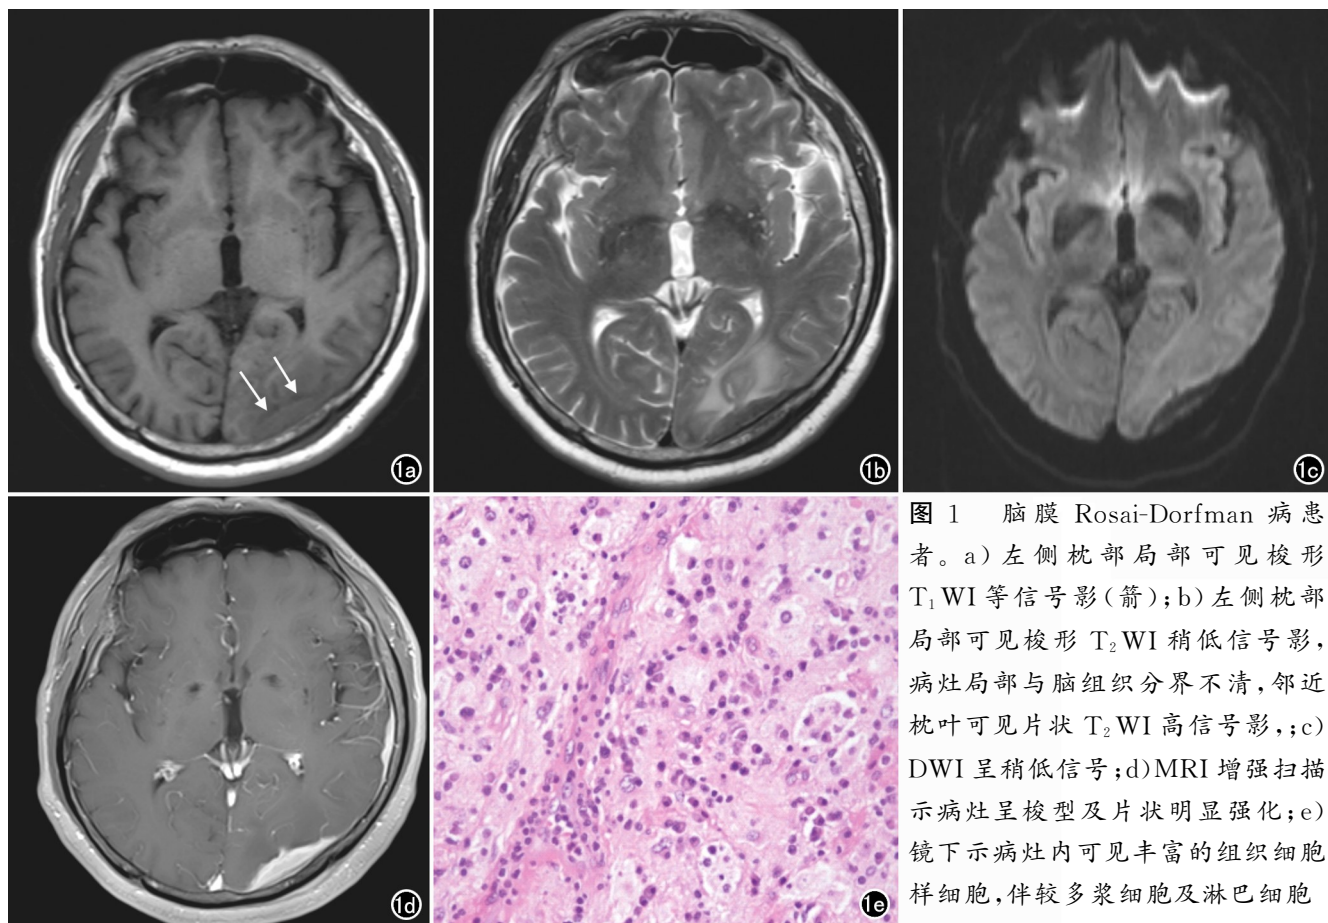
脑膜 Rosai-Dorfman 病患者。a) 左侧枕部局部可见梭形 T₁WI 等信号影(箭); b) 左侧枕部局部可见梭形 T₂WI 稍低信号影, 病灶局部与脑组织分界不清, 邻近枕叶可见片状 T₂WI 高信号影;; c) DWI 呈稍低信号; d) MRI 增强扫描示病灶呈梭型及片状明显强化; e) 镜下示病灶内可见丰富的组织细胞样细胞, 伴较多浆细胞及淋巴细胞
